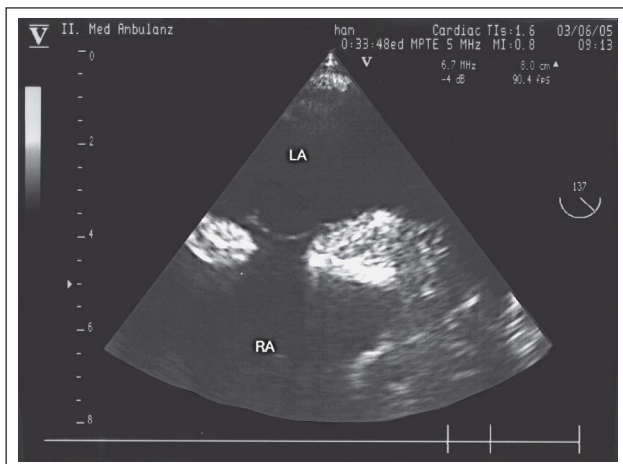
Transösophageale Echokardiographie: echoreiche Hypertrophie des interatrialen Septums unter Aussparung der Fossa ovalis (LA: linkes Atrium, RA: rechtes Atrium)
